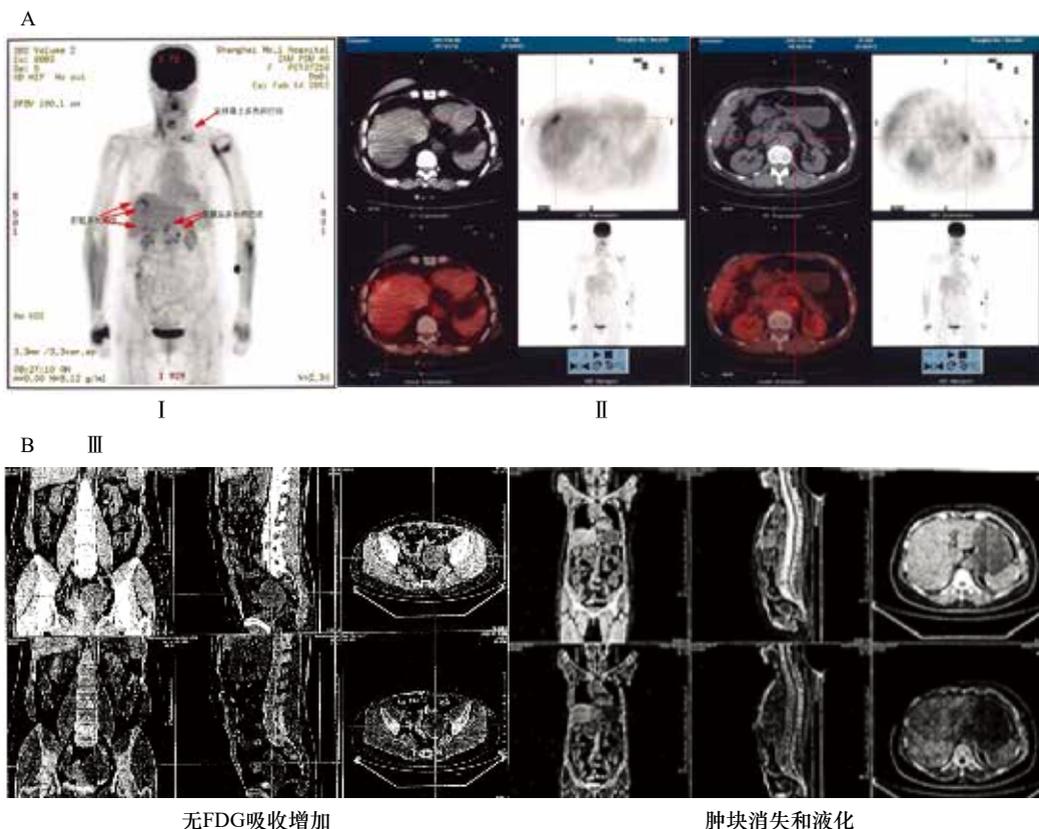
正电子发射断层扫描/计算机断层扫描 (PET/CT) 的结果
